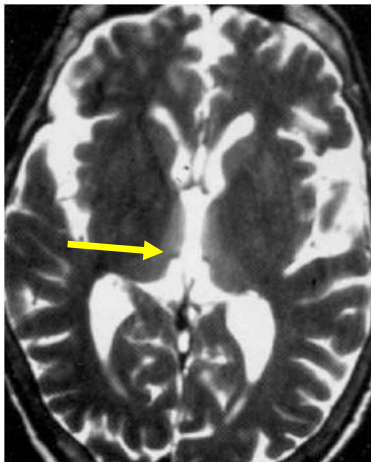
/. IRM en pondération T2 et FLAIR montrant les lésions hyper intenses siégeant autour du troisième ventricule et de l'aqueduc (flèches) .
